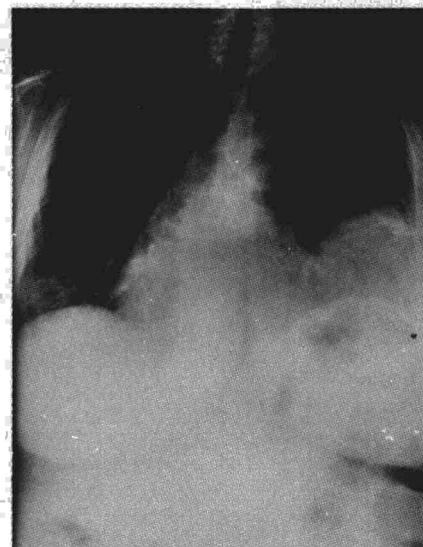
Radiografía lateral. Se aprecia la proyección anterior de la masa torácica.
